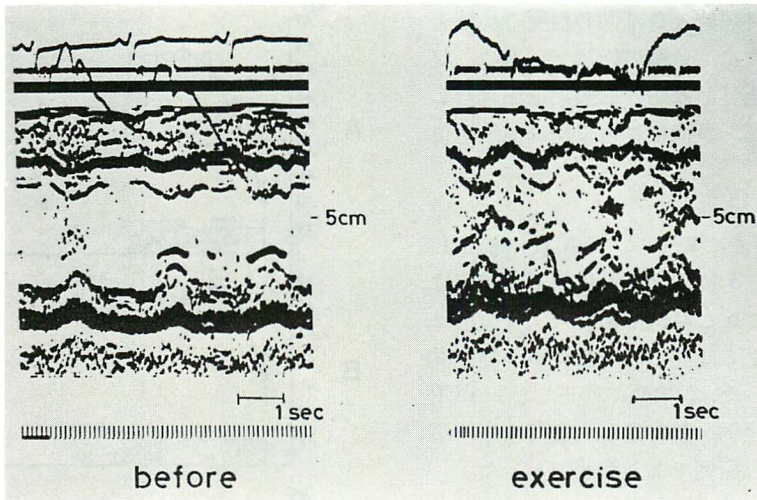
Echocardiograms of a patient with effort angina.
